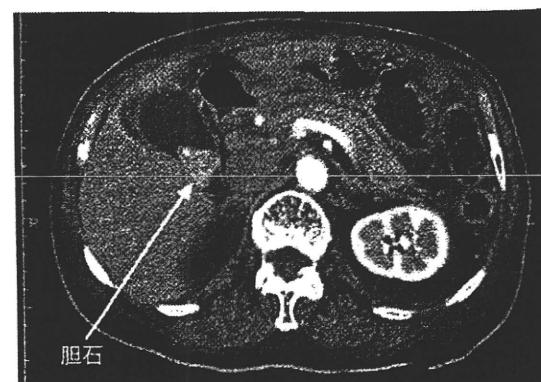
急性胆囊炎(図9.5と同症例)の腹部CT像。胆囊の腫大と胆囊底部に膿瘍形成を伴う壁肥厚のほか、胆囊颈部には胆石を認める。
